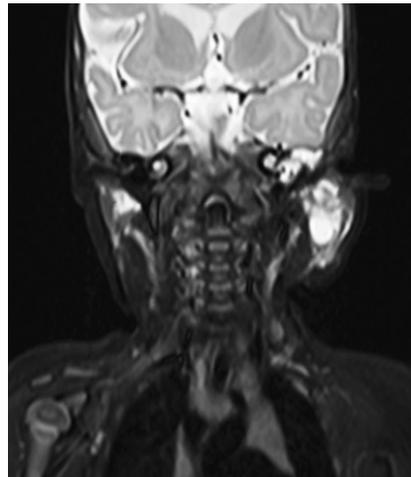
▲ Patientin 2. Das Magnetresonanztomogramm im Alter von 6 Monaten zeigt eine deutliche Größenreduktion der Läsion
